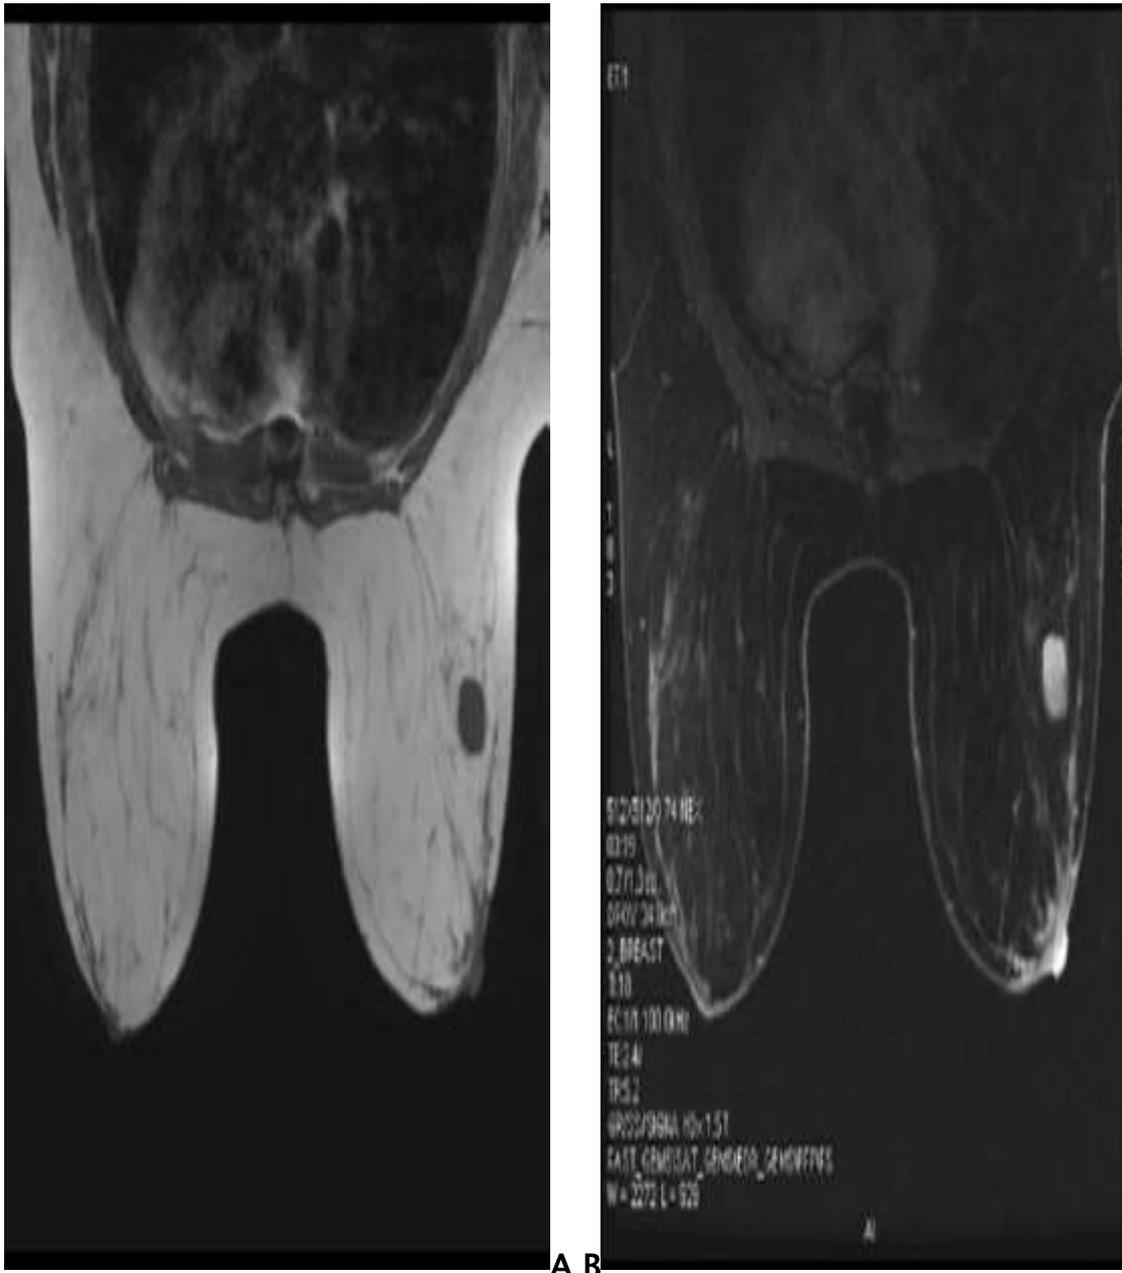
IRM mammaire : Masse ronde de contours réguliers discrètement lobulé en hypo signal T1 (A) et hypersignal (B) correspondant à une tumeur phyllode bénigne [81].
